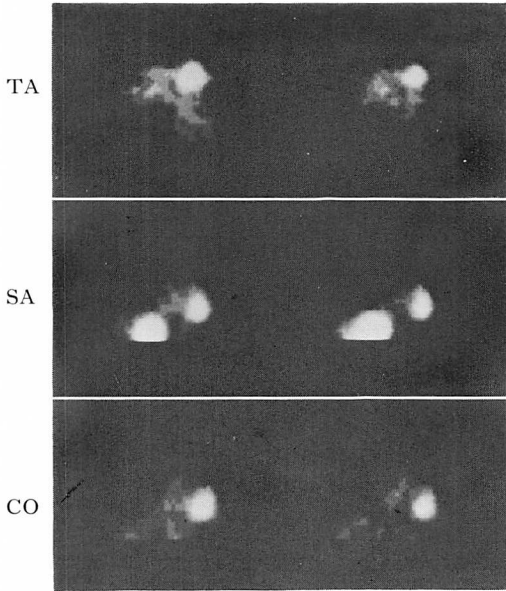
SPECT images obtained 72 hours after labeled platelet injection in a patient with a left ventricular thrombus (same case as in Fig. 2).
